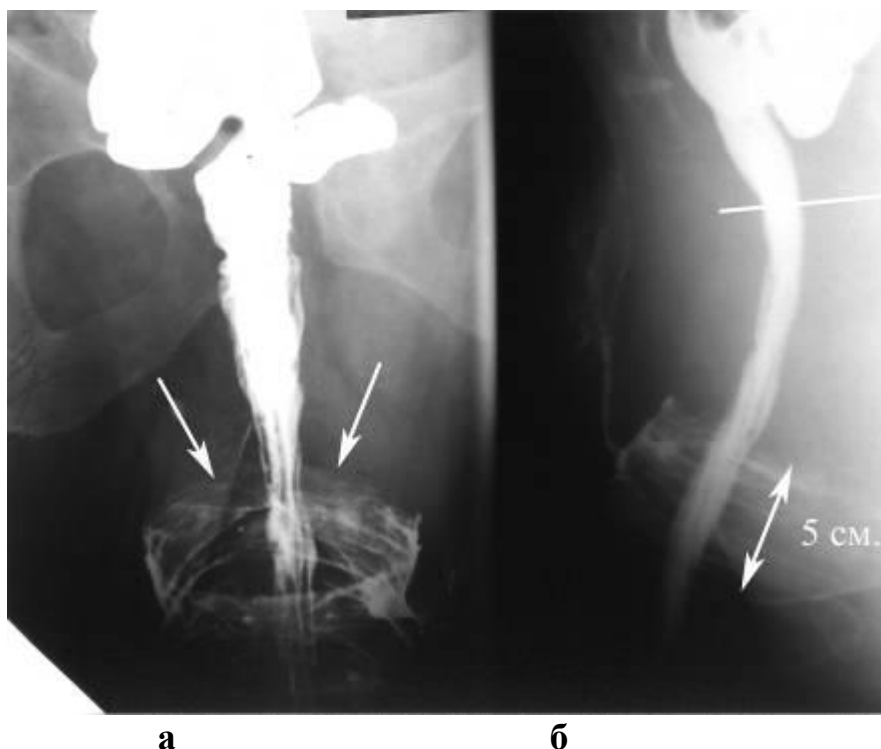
Прицельные рентгенограммы прямой кишки после опорожнения б-ного С., 46 лет (и/б. 4036-2000 г.). Фаза натуживания. Выпадение прямой кишки. а- прямая проекция; видна выпавшая кишка (стрелки); б- боковая проекция; длина выпавшей кишки 5 см..
